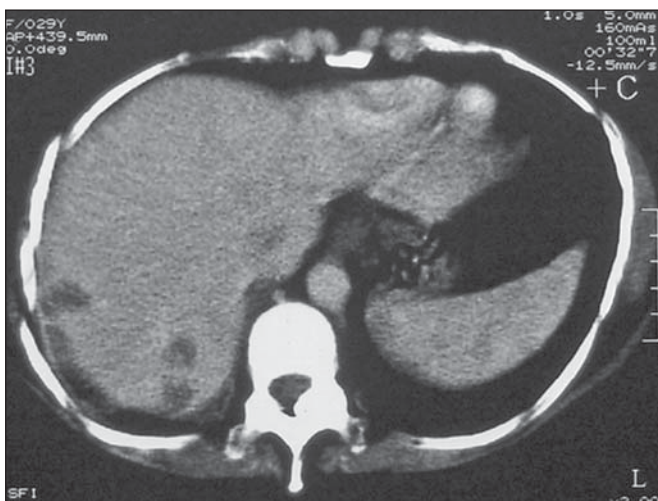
Tomografia computadorizada de abdome mostrando três lesões hipovascularizadas e hipodensas com realce periférico em paciente com neoplasia trofoblástica gestacional. A paciente evoluiu com rotura hepática, hemoperitônio e morte, revelando na necropsia a presença de coriocarcinoma hepático metastático.
